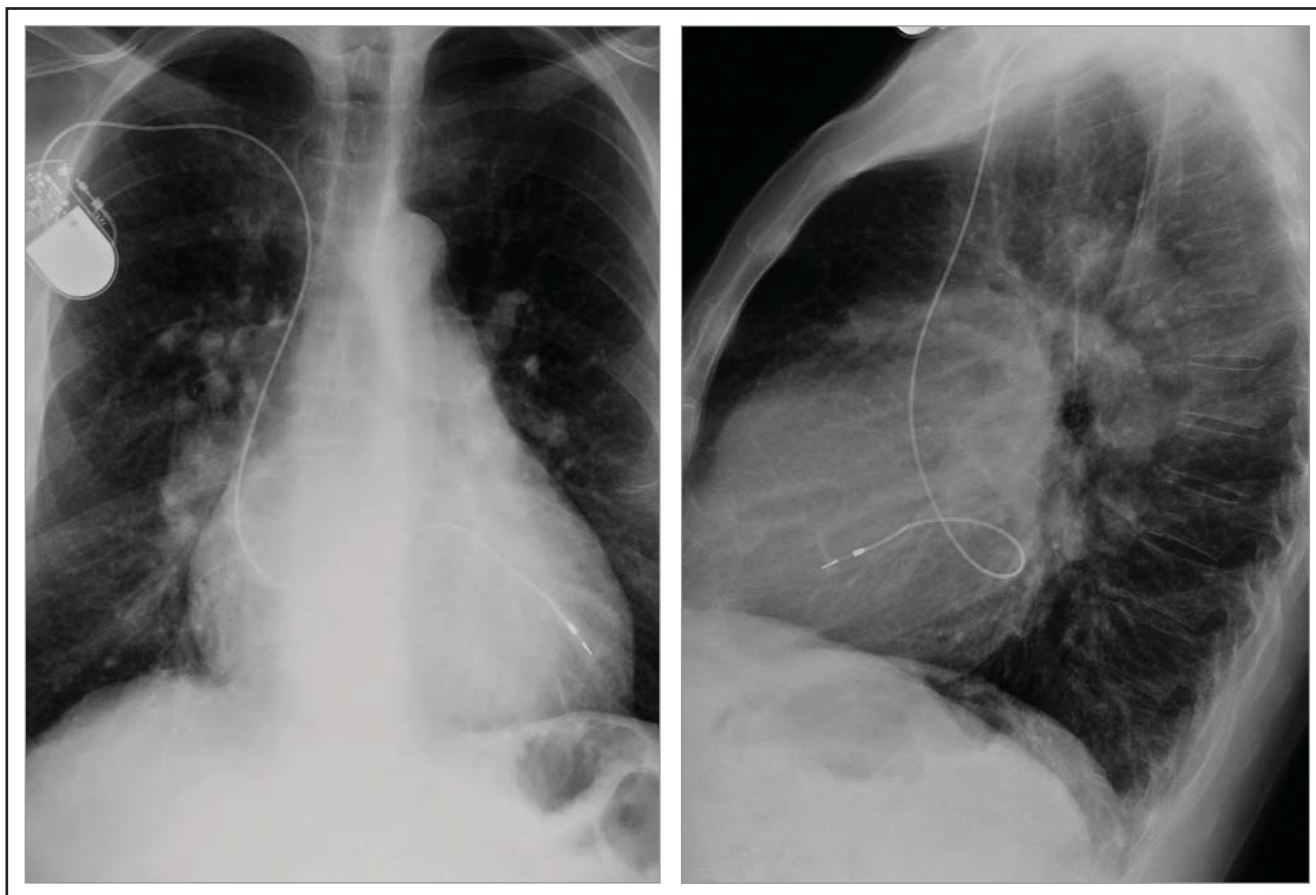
Radiografías de tórax posteroanterior y lateral. Cardiomegalia moderada, cono de la arteria pulmonar prominente, plétora pulmonar y cable de marcapasos en el VI.
